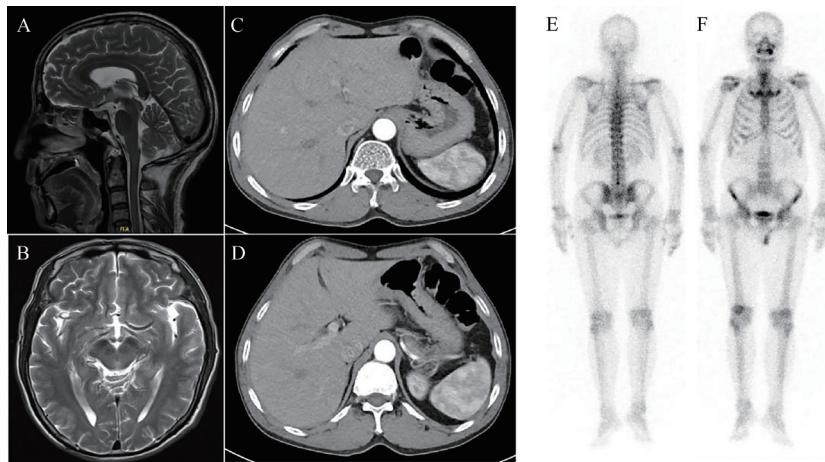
入组临床试验前患者的颅脑强化磁共振、腹部CT及放射性核素骨显像
